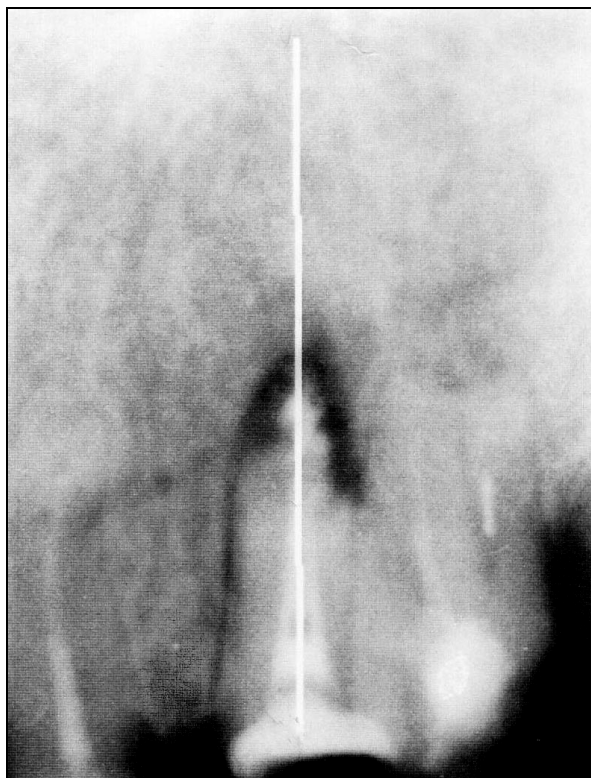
Рентгенограмма 23-го зуба до лечения
